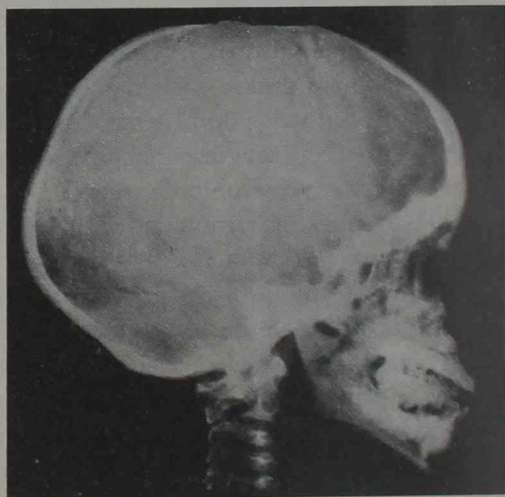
Radiografía directa de cráneo (23-4-1945)
